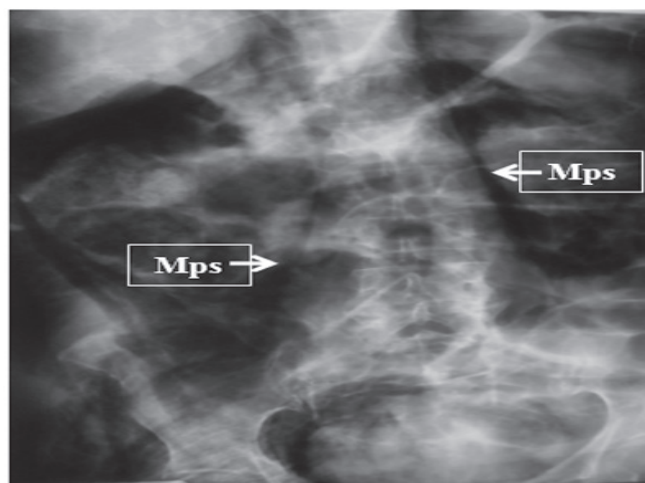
Radiografía de abdomen AP, se observa ambos músculos psoas (Mps) bien delimitados al igual que los márgenes renales, indicando aire en el espacio retroperitoneal.
